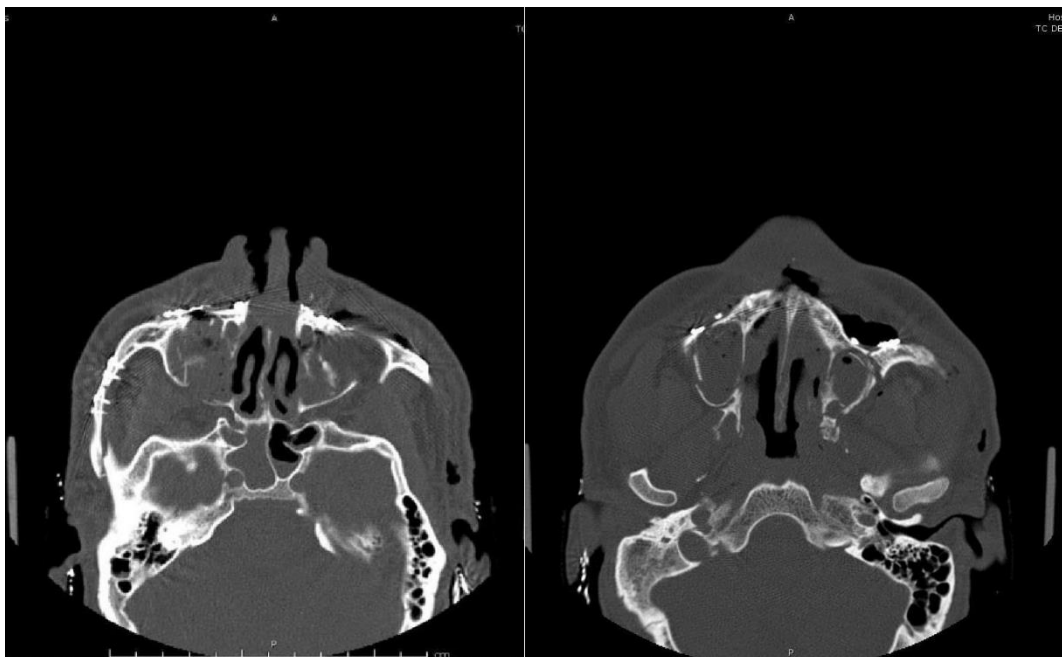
Tomografia pós operatória. Fonte: Hospital Regional De Cotia- São Paulo
